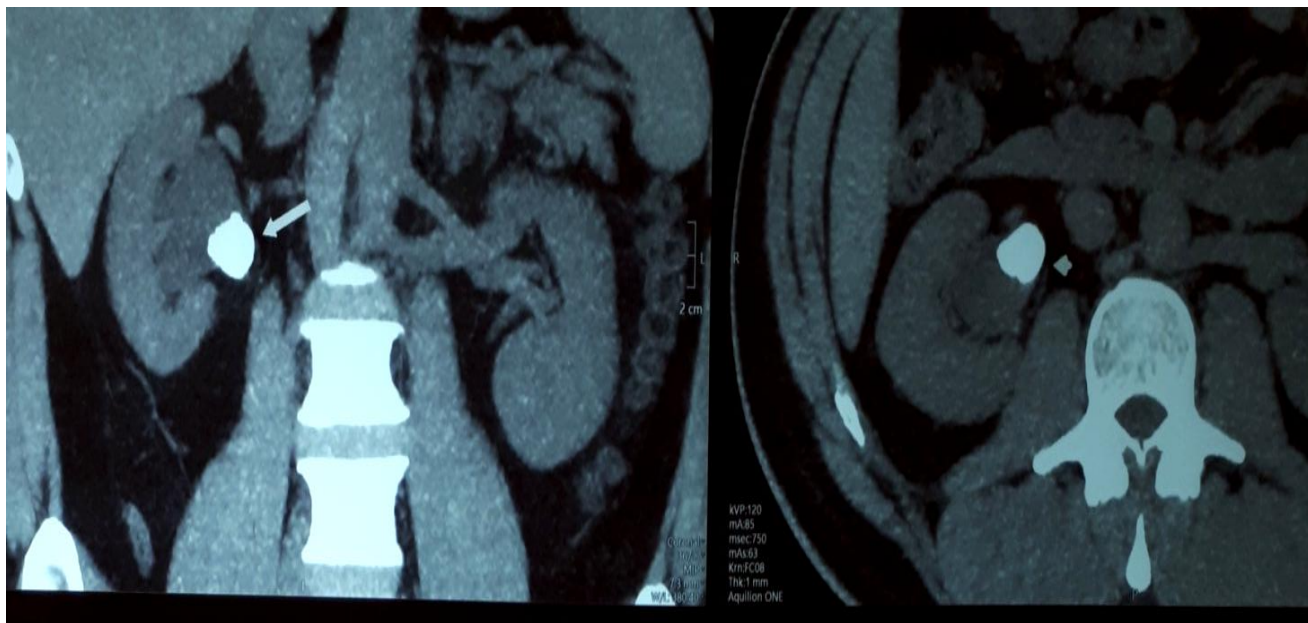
КТ органов брюшной полости
